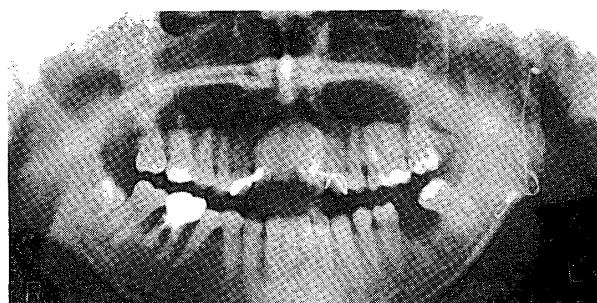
Case 1: Postoperative panoramic radiograph
